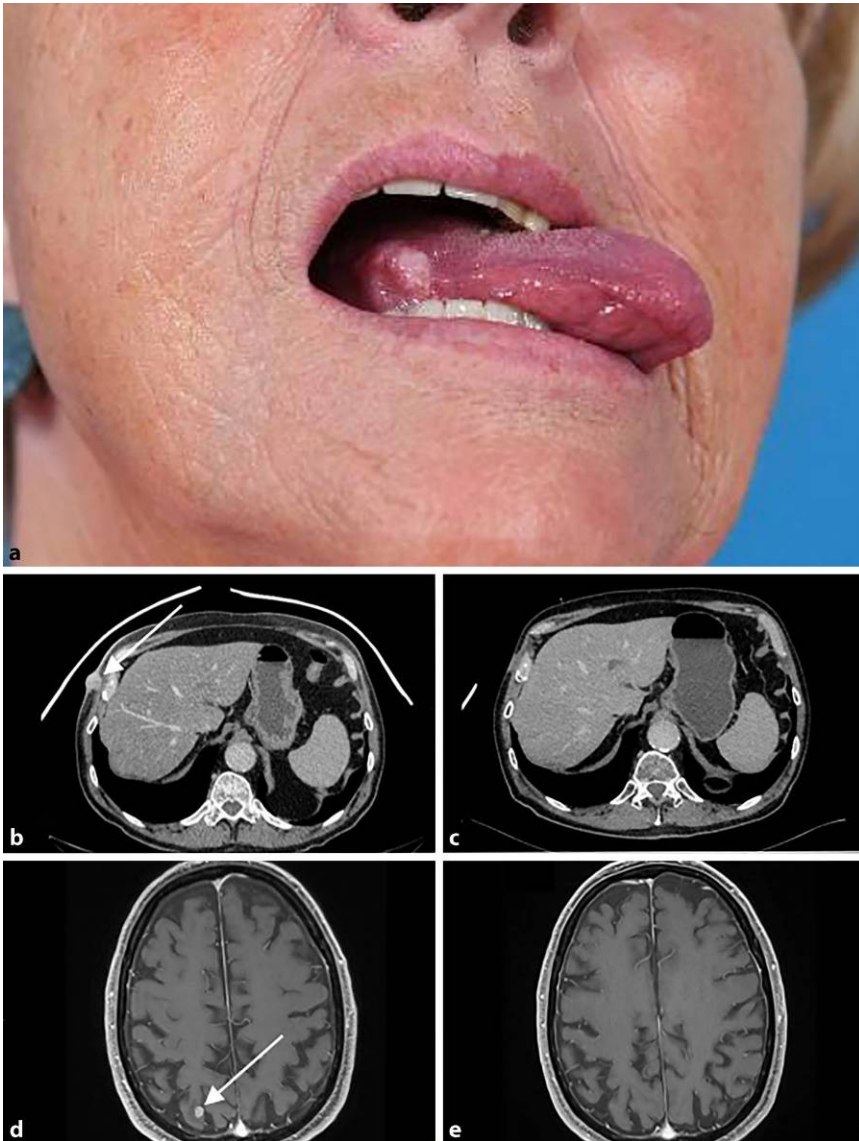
▲ a 82-jährige Patientin mit einem transoral resezierten Zungenrandkarzinom rechts. b–e 79-jähriger Patient, der nach Erkrankung an einem „Cancer of Unknown Primary“ (CUP) und einem Zweitmalignom der Lunge Haut-, Lungen- und Hirnmetastasen entwickelt hat. Nach Bestrahlung der Hautmetastasen wurde eine Immuntherapie mit Nivolumab über aktuell 30 Monate durchgeführt und bei deutlichem Rückgang der Befunde im Verlauf auch der Lungentumor reseziert. Dargestellt ist eine CT (Computertomographie) der Hautmetastase (Pfeil) vor (b) und nach (c) sowie eine MRT (Magnetresonanztomographie) der Hirnmetastase (Pfeil) vor (d) und nach (e) Nivolumab-Therapie. Aktuell persistiert kein Residuum der Erkrankung
